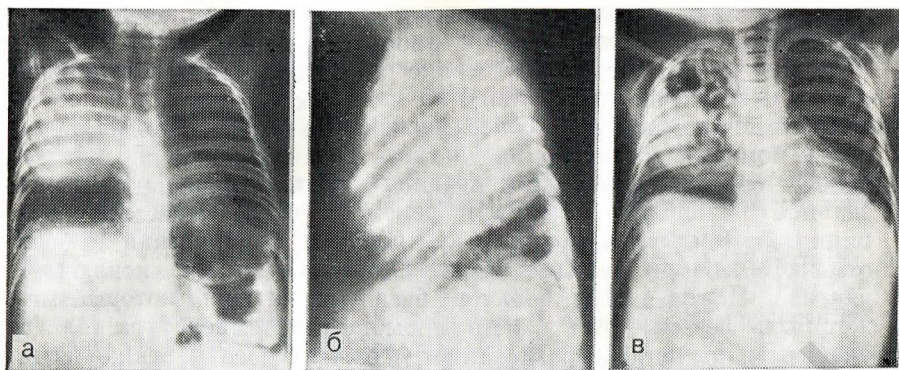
10. Рентгенограмма грудной клетки ребенка в возрасте 8 мес, больного фридледеровской пневмонией.
